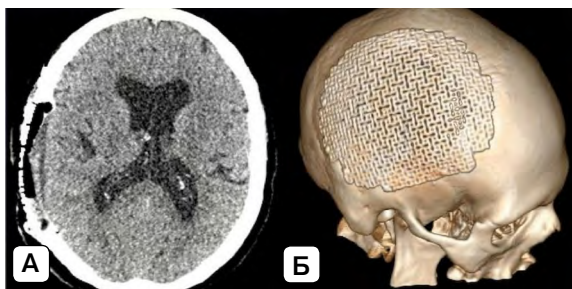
Послеоперационная МСКТ головного мозга: А – аксиальная проекция; Б – трехмерная реконструкция. Источник: составлено авторами
